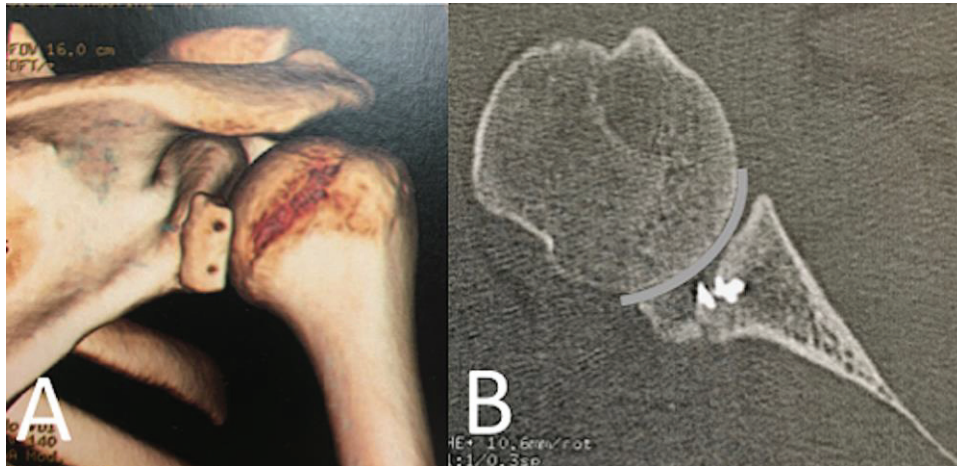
CT-scan of bone block at 2 weeks (A,B). The bone block was overhanging the glenoid rim and allows to recreate the glenoid concavity.
